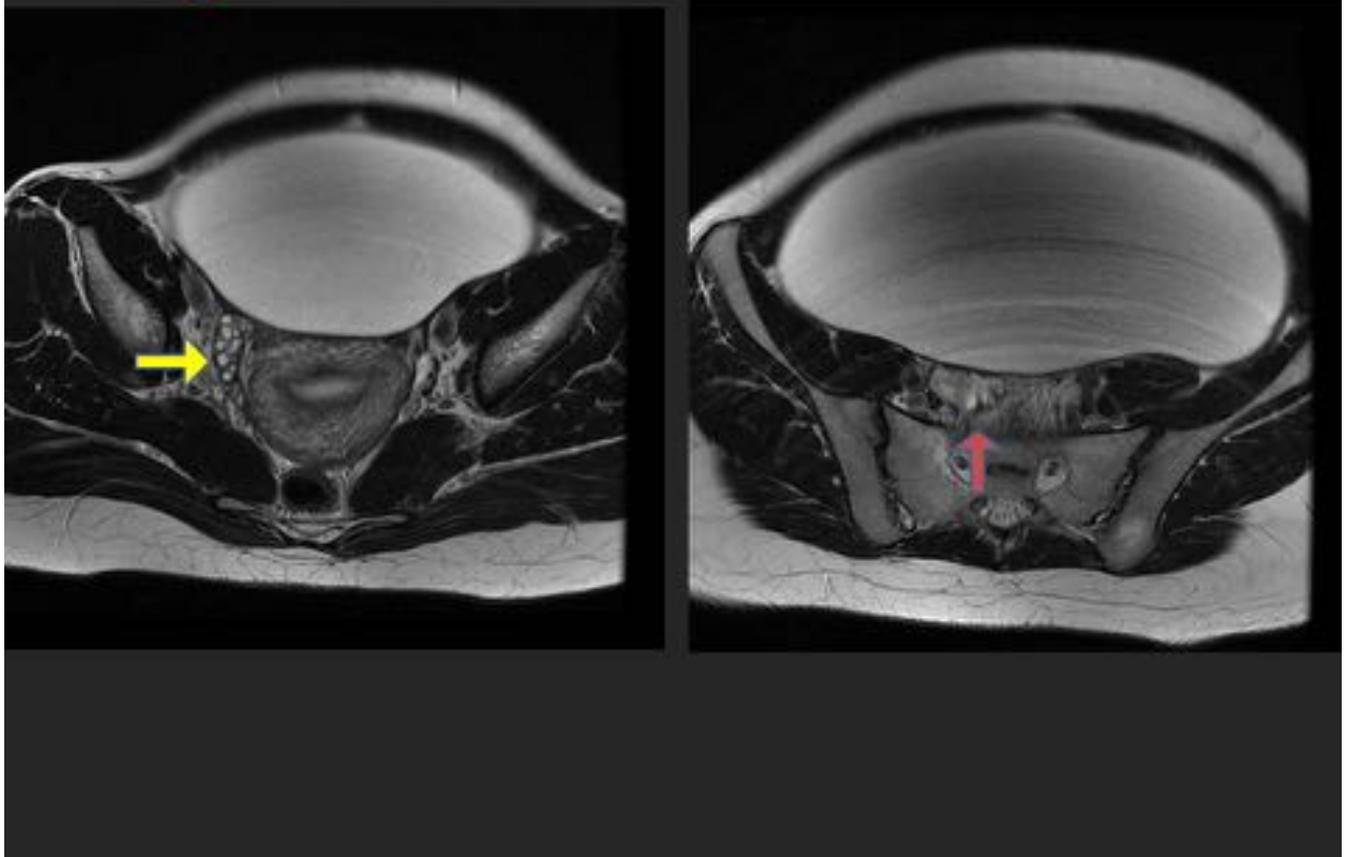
Caso 1: en la RM se observan el ovario derecho (flecha amarilla) e izquierdo (flecha roja) independientes de la masa quística.
